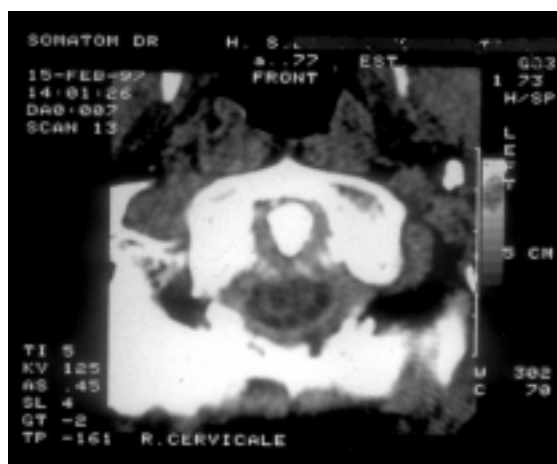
Tomografia assiale computerizzata: l'immagine tomografica della regione occipito-atlanto-assiale mostra calcificazioni granulari disposte "a corona" nei tessuti molli periodontoidei.
